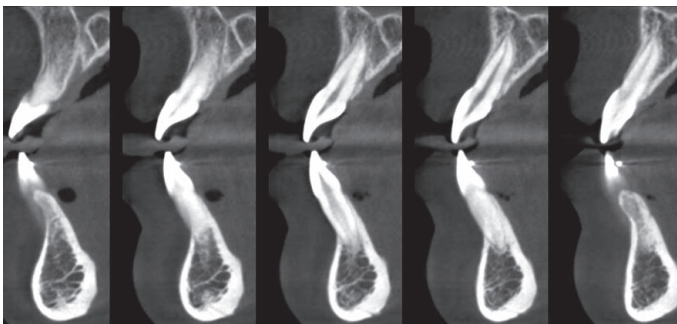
Coupes tomographiques au niveau de 31.
